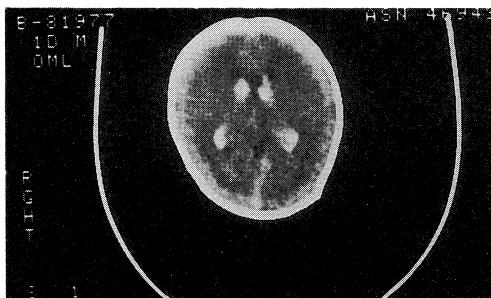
Cranial CT scan of case 3 on admission shows bilateral intraventricular hemorrhage.
